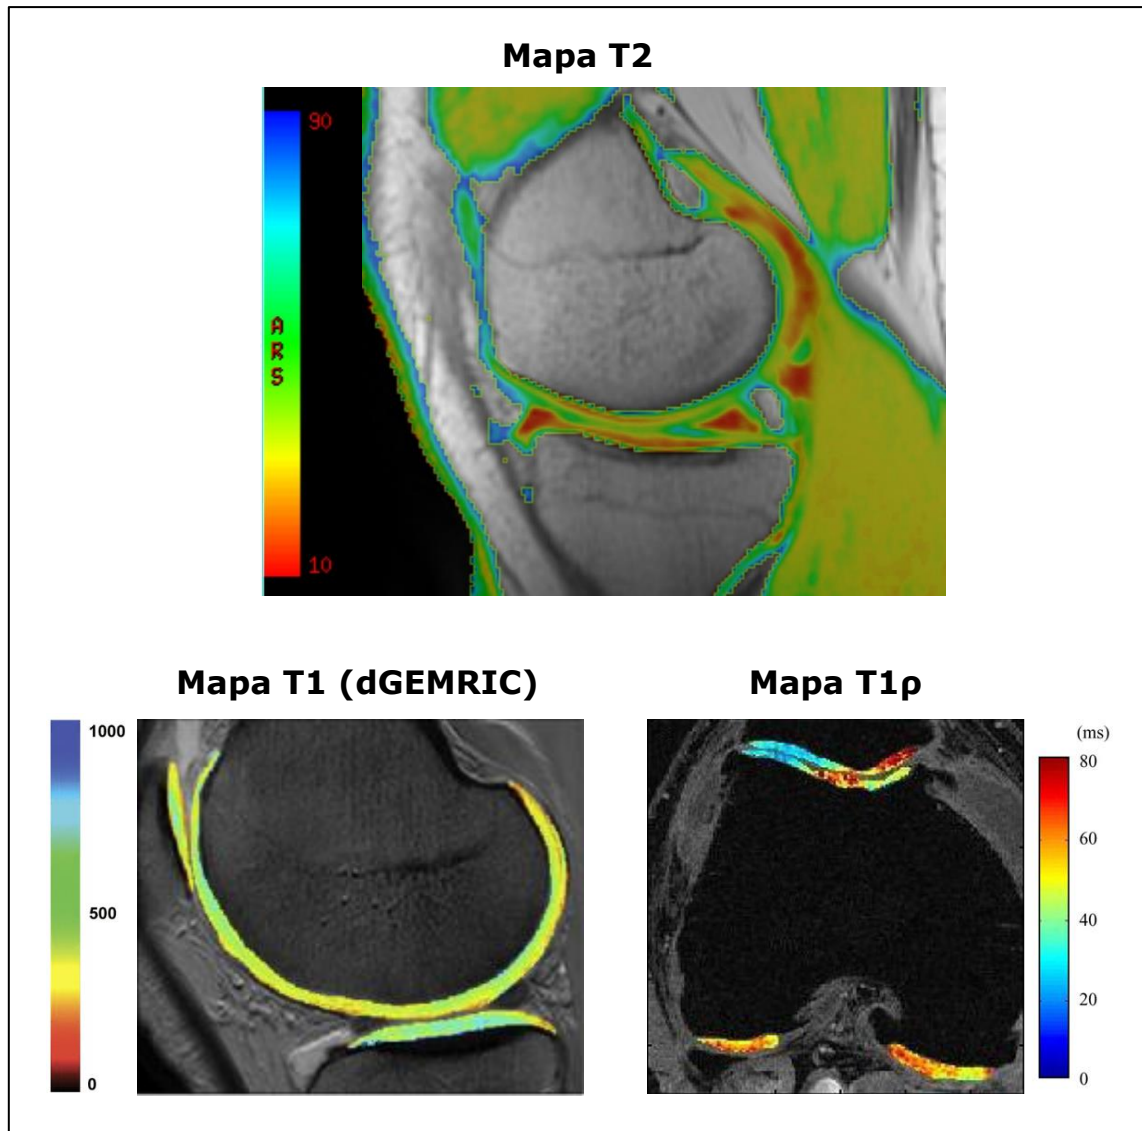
Ejemplos de resonancia magnética cuantitativa. Arriba, mapeo de T2, adaptada de [45]. Abajo a la izquierda, mapeo de T1 con la técnica de dGEMRIC, adaptada de [44]. Abajo a la derecha, mapeo de T1ρ, adaptada de [41]. En las imágenes de abajo, el mapeo es realizado en una región de interés (segmentación) marcada manualmente.
